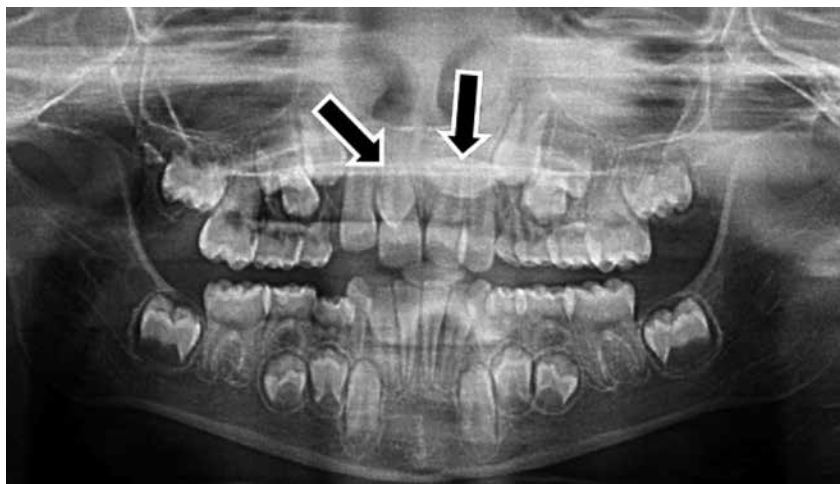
Ortopantomografía devela 2 estructuras radiopacas de márgenes bien definidos en la zona radicular de los incisivos centrales superiores.
